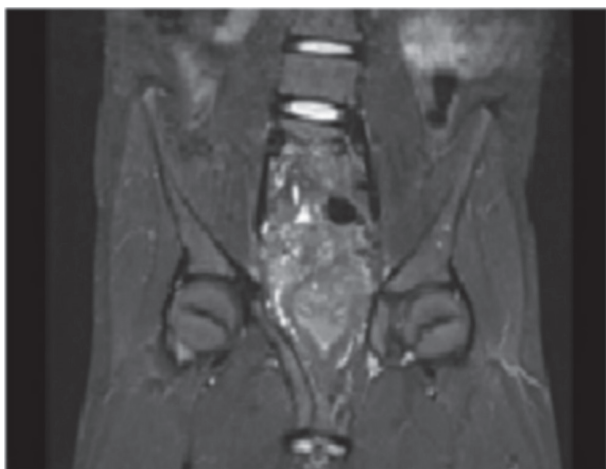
Ressonância Nuclear Magnética demonstrando massa em região vesical
